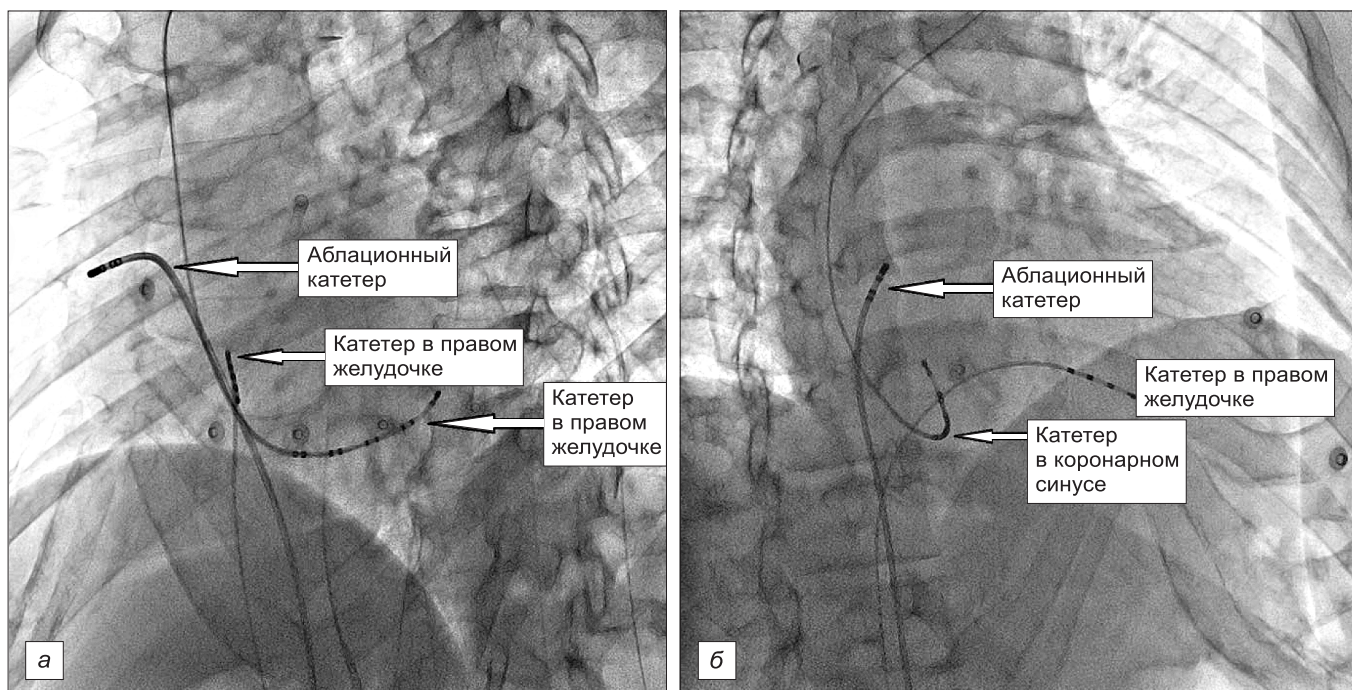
Стоп-кадр рентгенографического изображения в процессе операции эндо-ЭФИ и РЧА-очаговой (фокусной) ПТ.
